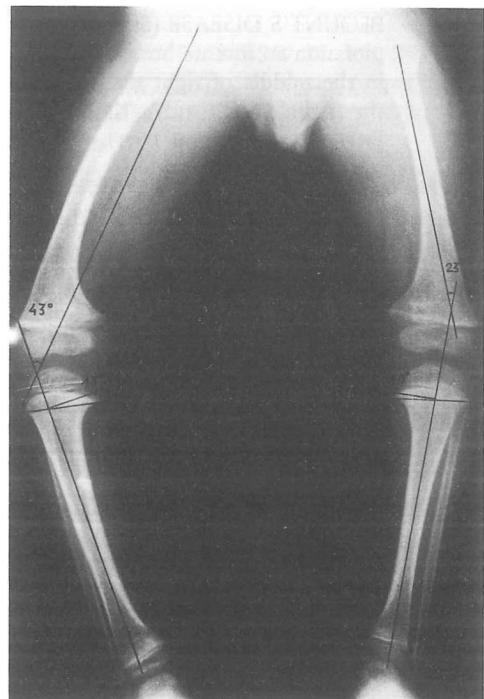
Radiografía anteroposterior de extremidades inferiores en posición de pies
